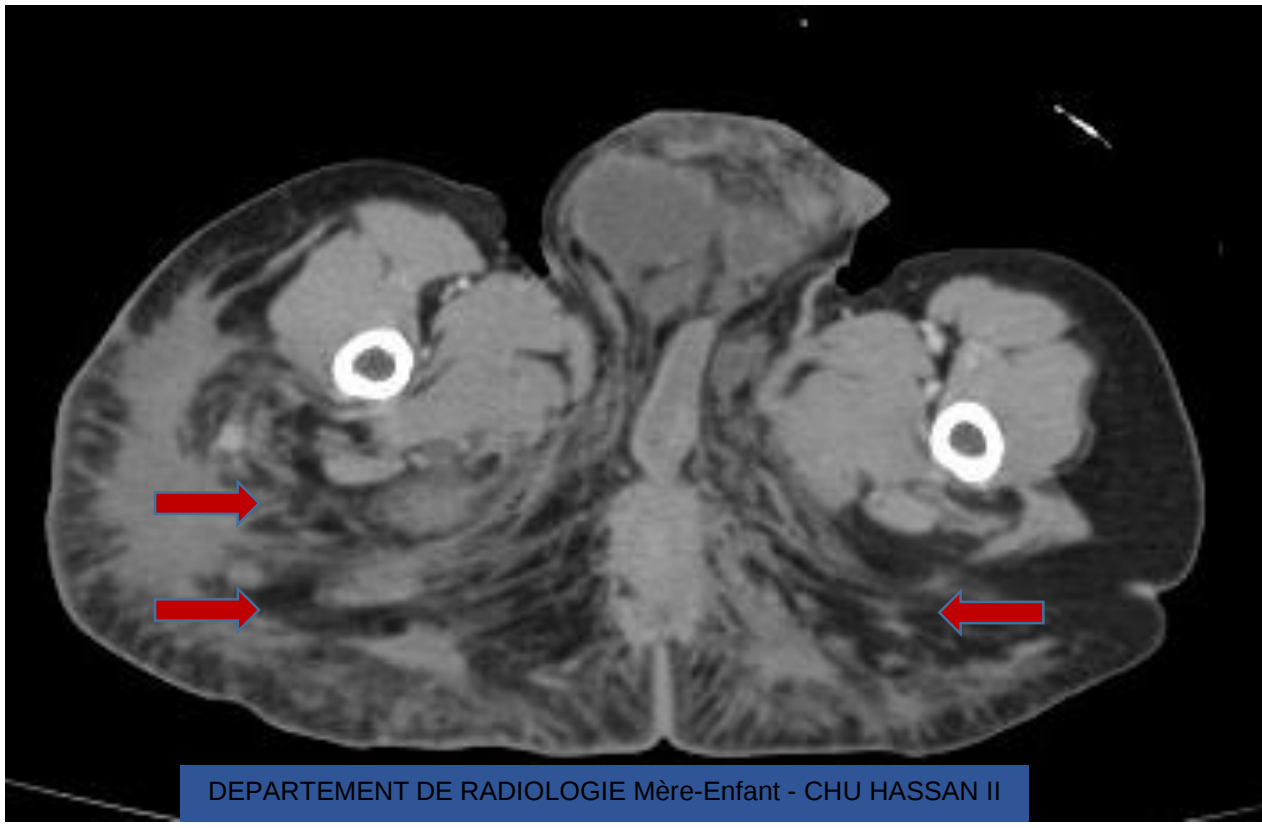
TDM pelvienne après injection de produit de contraste montrant de multiples formations kystiques pelviennes communicant entre elles en rapport avec un lymphangiome kystique pelvien.
